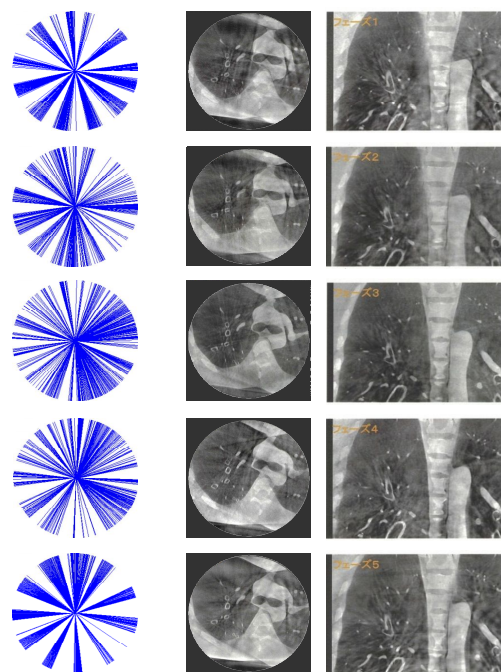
四次元CBCT撮影時の二方向透視X線画像の投影角度分布および四次元再構成画像
